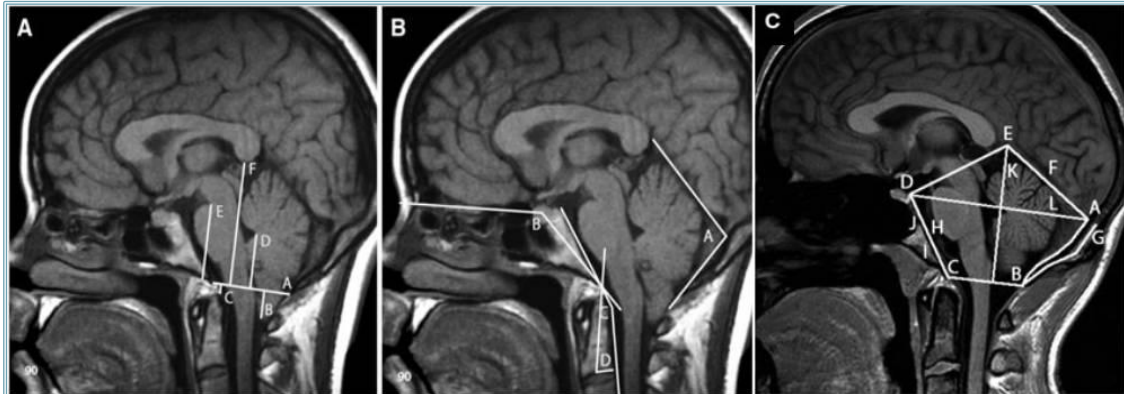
Representación de las medidas morfométricas más utilizadas, realizadas en el corte medio sagital T1WI de Resonancia Magnética. A) Medidas respecto al plano del foramen magnum (FM): (A) FM, (B) Descenso amigdalas, (C) Impresión basilar, (D) Distancia entre fastigium y FM, (E) Distancia entre pons y FM, (F) Distancia entre corpus callosum y FM. B) Medidas angulares: (A) Ángulo occipito-tentorial, (B) Ángulo basal, (C) Ángulo de Wackenheim, (D) Ángulo de la odontoides. C) Dimensiones de la fosa posterior: (K) Altura, (L) Diámetro anteroposterior, (F) Longitud del tentorio, (G) Longitud supraoccipital, (H) Longitud del clivus, (I) Longitud basioccipital, (J) Longitud basiesfenoide. D) Áreas de la fosa posterior: Área total de la fosa posterior en el plano sagital: polígono delimitado por tentorio, suboccipucium, FM y clivus (A, B, C, D, E). Área ósea de la fosa posterior: polígono delimitado por suboccipucium, FM y clivus (A, B, C, D).
